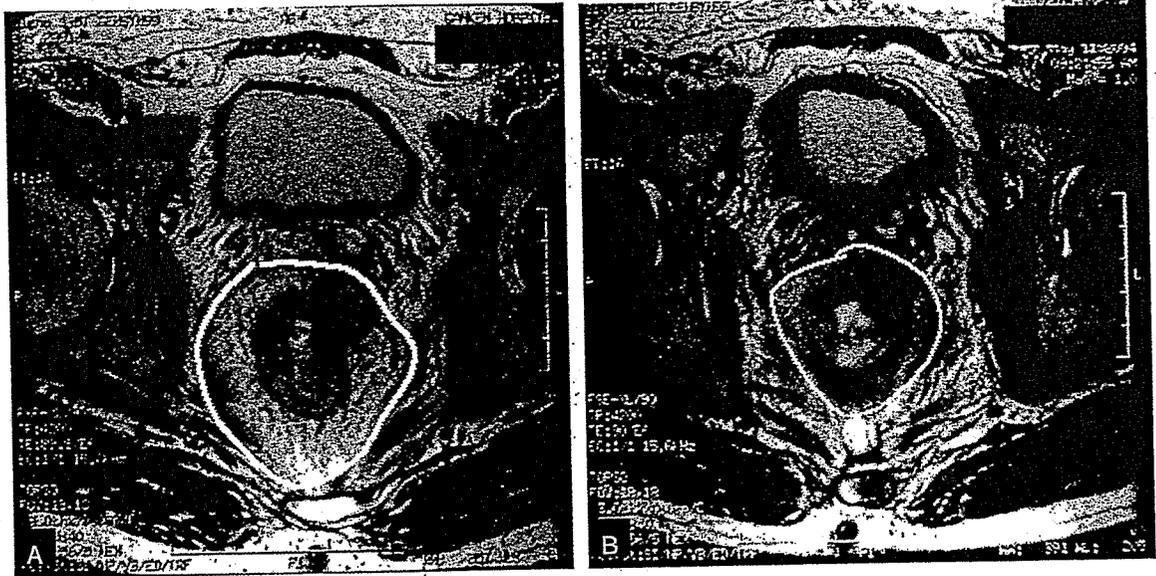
MRI所見からみた術前放射線化学療法による腫瘍縮小効果
